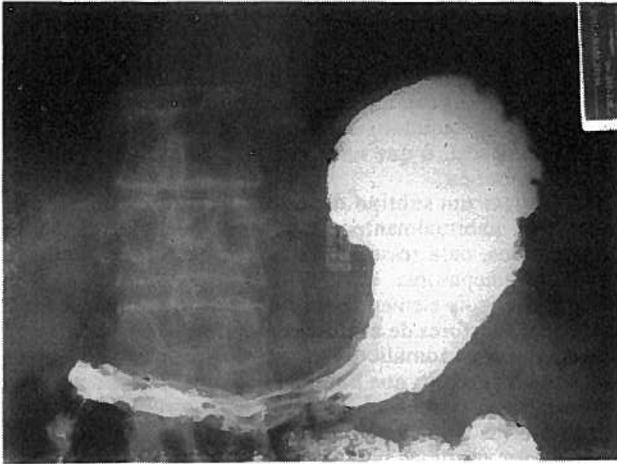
Radiografia do estômago mostrando a compressão produzida pelo lobo esquerdo sobre a pequena curvatura.
